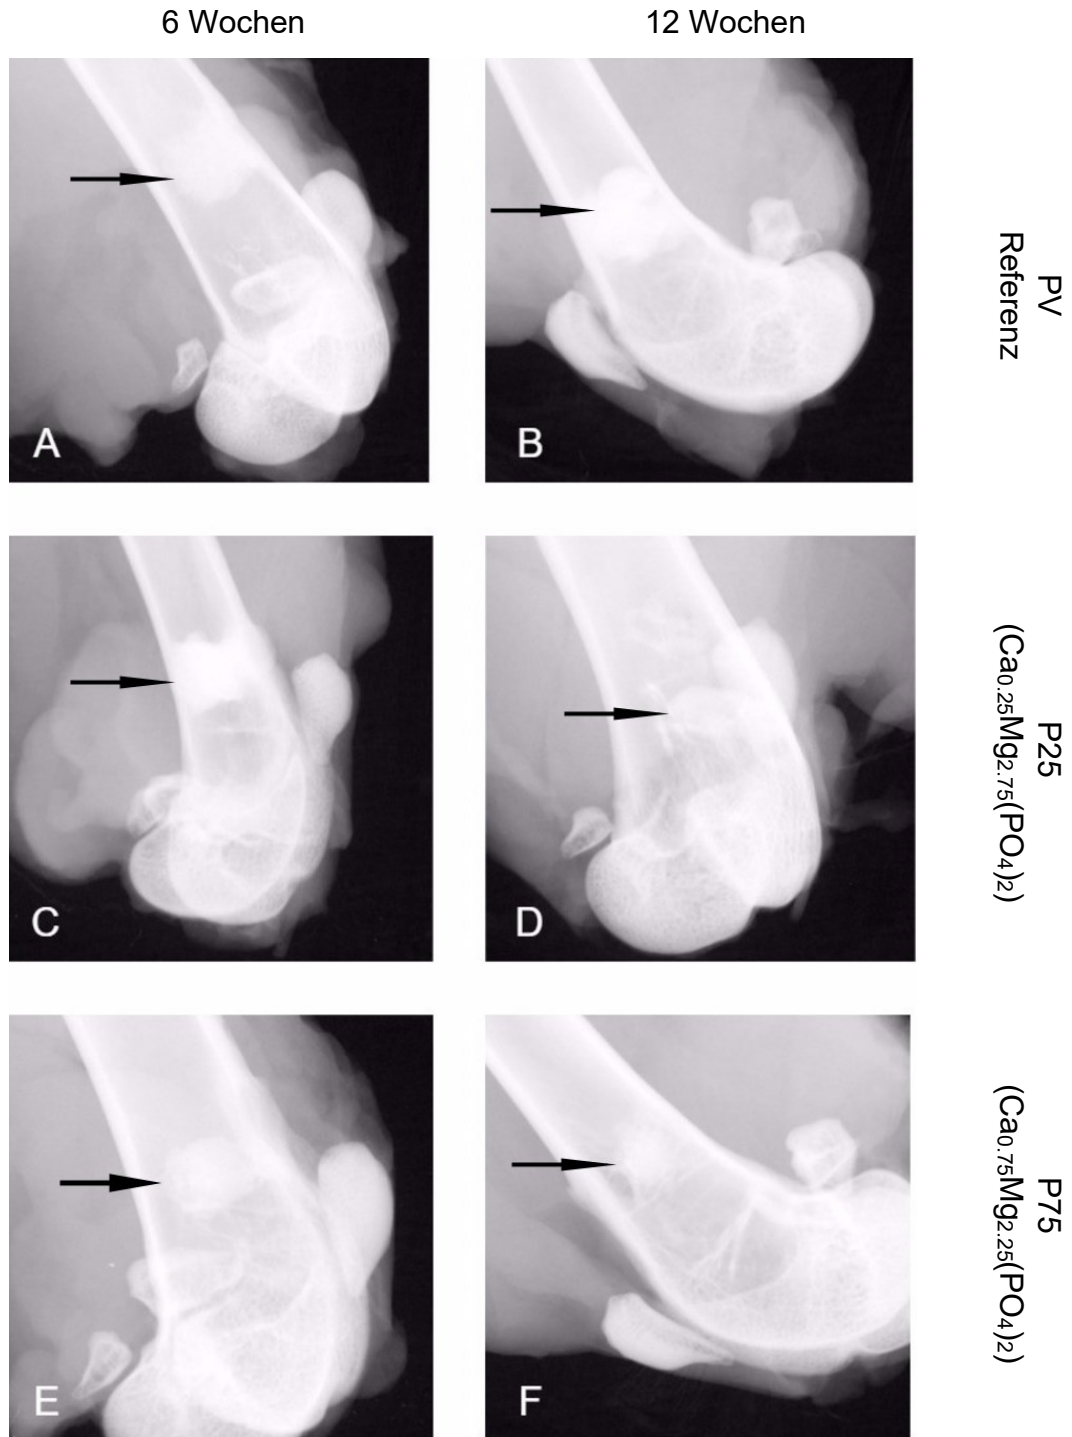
Röntgenaufnahmen Zementpasten in den Femora direkt nach Explantation
